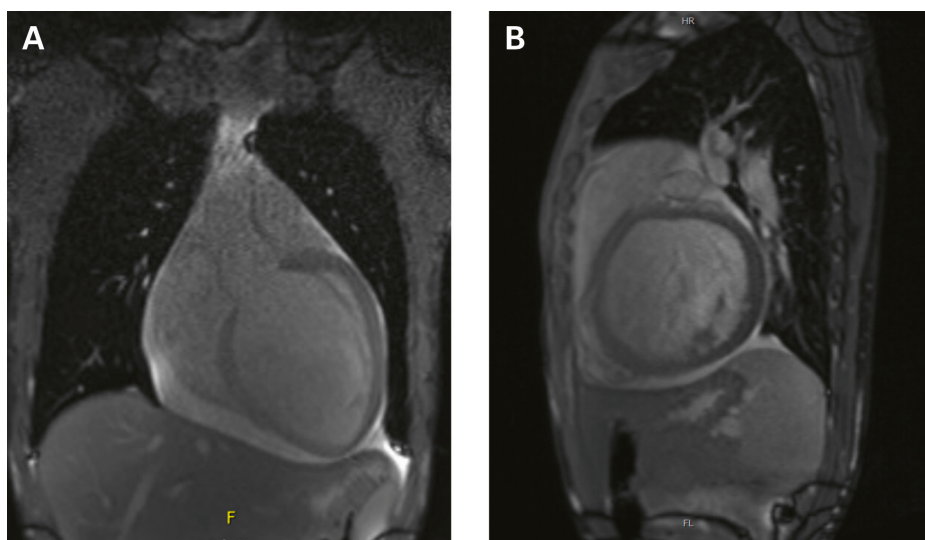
Magnetresonanztomogramm des Herzens, T1-Gewichtung im Koronarschnitt (A) und Sagittalschnitt (B) mit Darstellung der Dilatation und Vergrößerung des linken Ventrikels sowie eines Perikardergusses.
